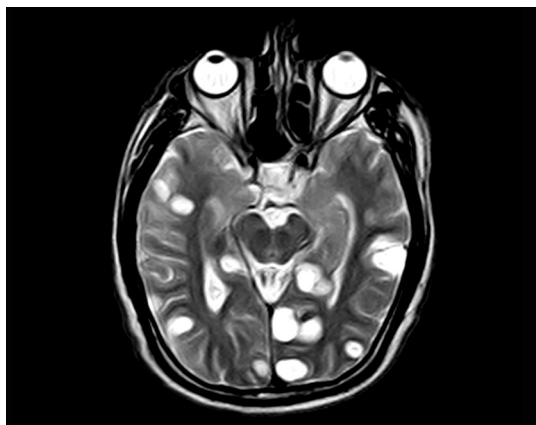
RM en secuencia T2 del mismo paciente que evidencia quistes de similar señal al LCR.
